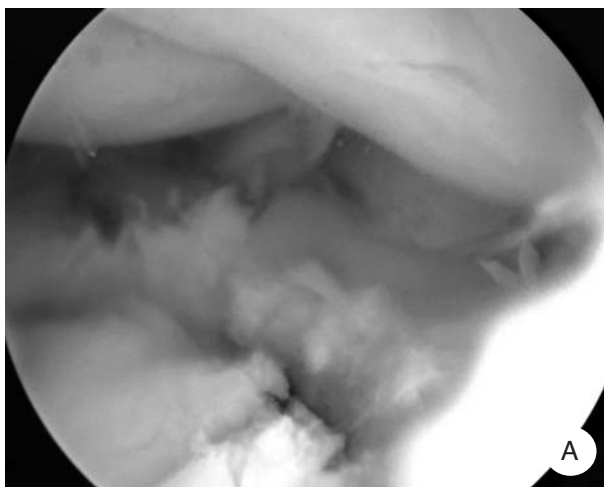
A) *Visione artroscopica della riduzione ottenuta;* B, C) *radiografie postoperatorie.*
